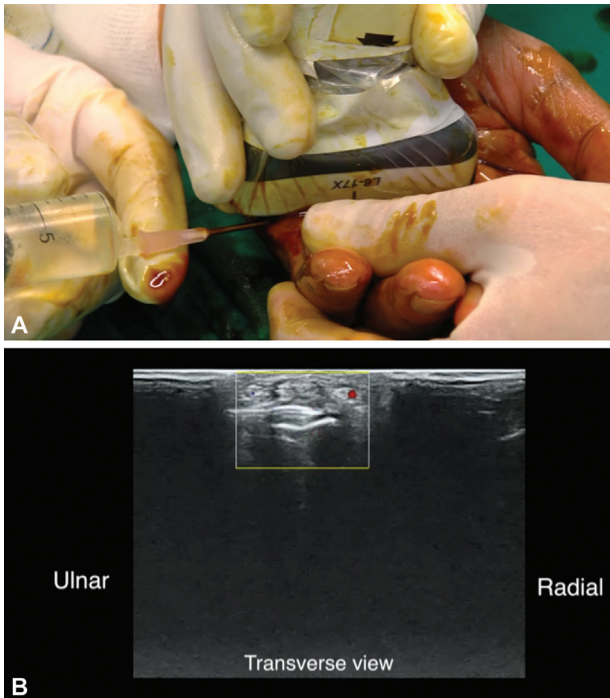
(A, B) Aponeurotomía ecoguiada en la enfermedad de Dupuytren. Liberación de la articulación interfalángica proximal (IFP). Doppler que muestra la ubicación del haz neurovascular.
